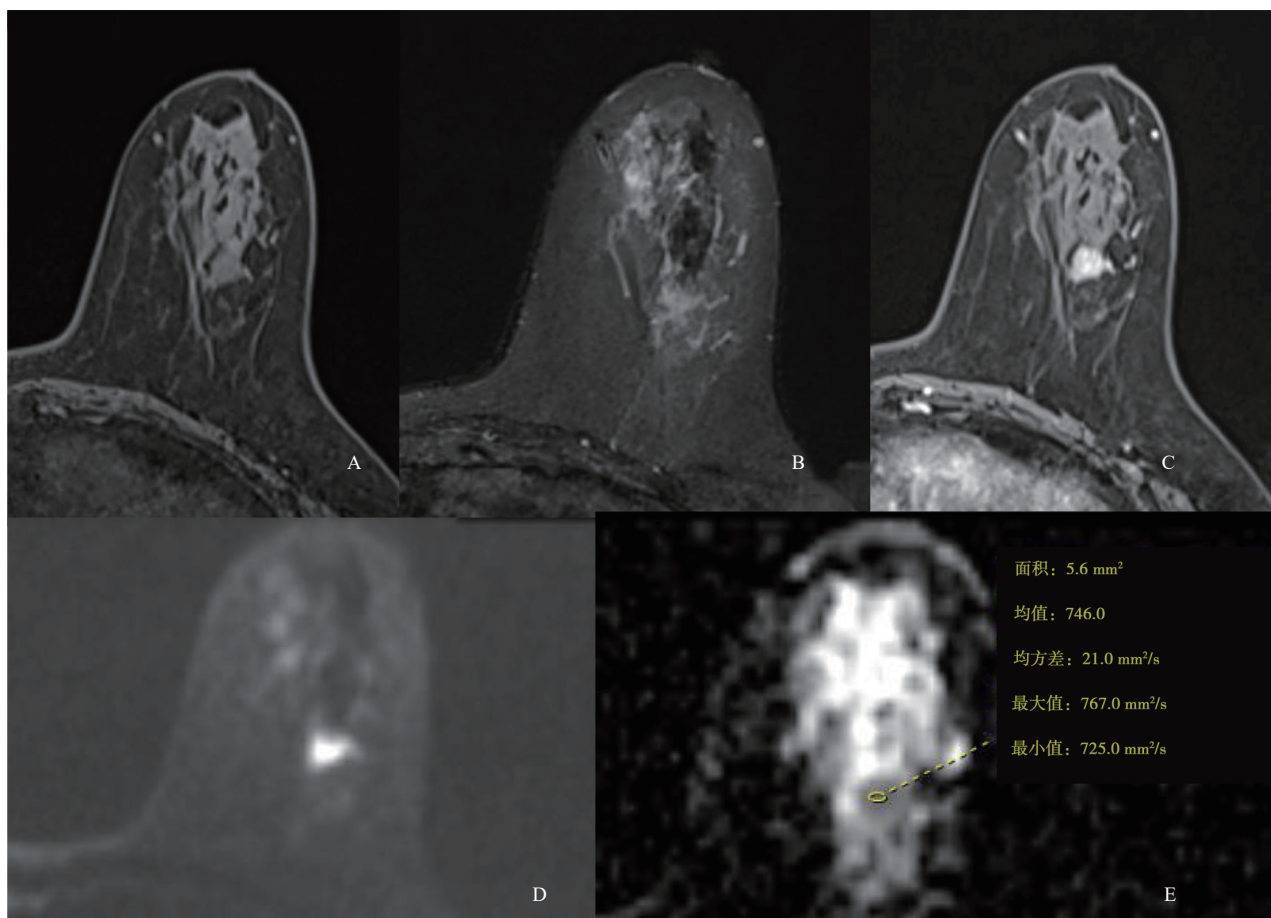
典型病例1(患者,女性,66岁,PB-DLBCL)MRI表现
